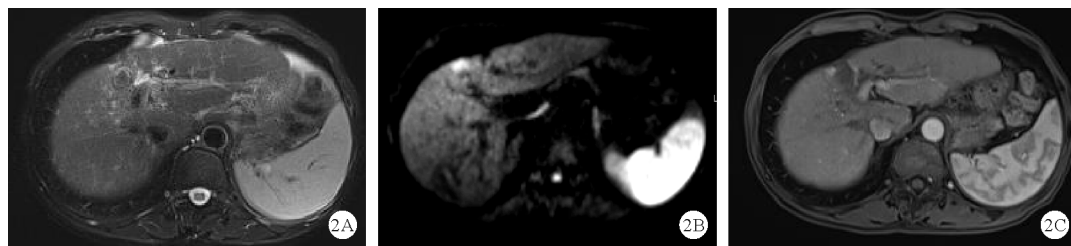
某 HCC 患者射频消融术后复查增强 MRI 结果:LI-RADS 归类为 LR-TR 肿瘤存活(A;T2WI 示肝脏 S4 段异常信号,坏死区呈低信号,存活区呈稍高信号;B;DWI 示坏死区呈低信号,存活区呈高信号;C:增强动脉期示坏死区无强化,存活区显著强化)
